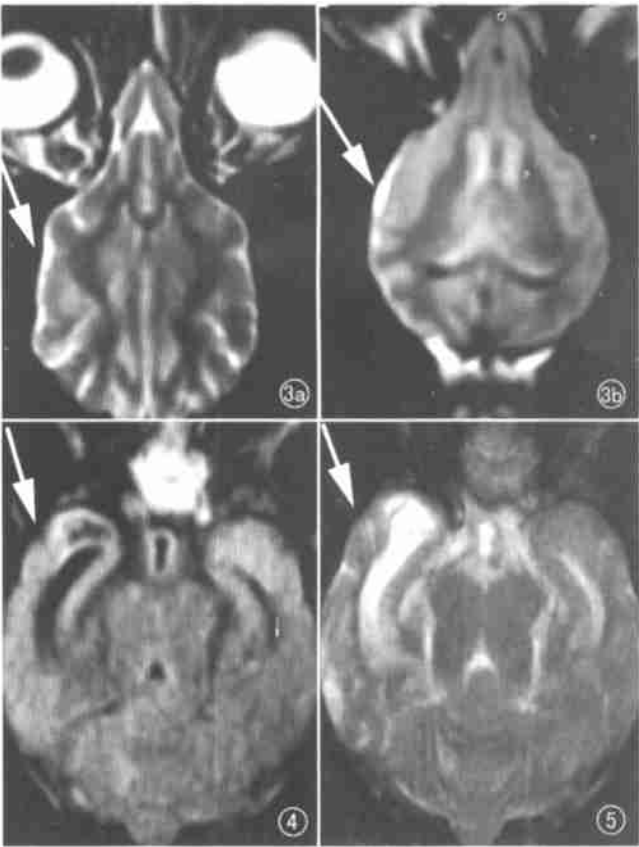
a) 4h 的 T₂WI 示梗死区信号增高(箭); b) 4h FLAIR 像, 患侧皮层信号增高, 肿胀, 皮髓质分界模糊(箭)。图 4、5 2 周后的 T₁WI 和 T₂WI 像, 示软化灶形成(箭)。
